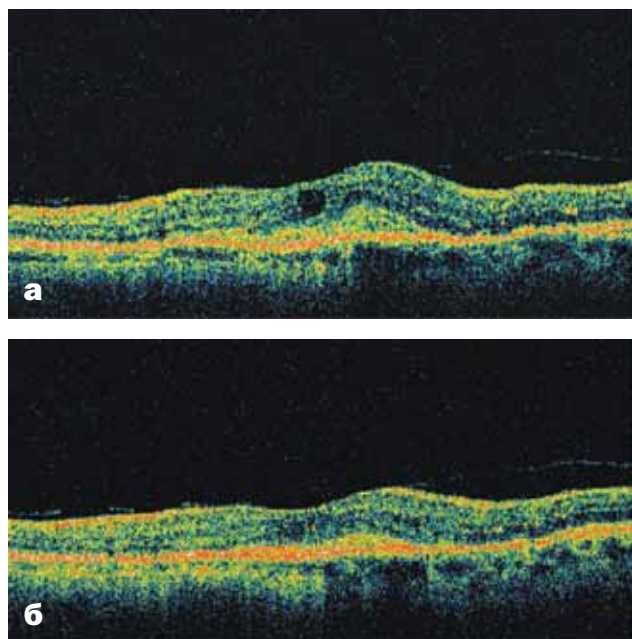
Оптическая когерентная томография пациента Б. из группы I (один курс терапии):
